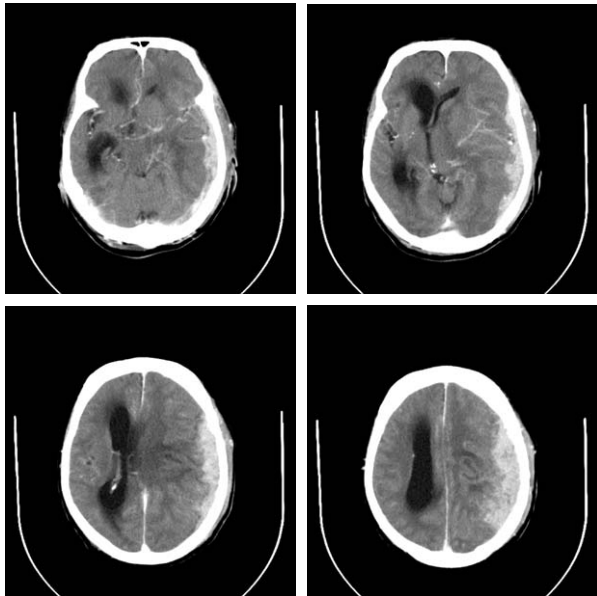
TAC contrastado de cráneo. Defecto por la craneotomía reciente en región parietal izquierda. Colección hiperdensa, subdural, no homogénea, especialmente hacia los planos más superiores. Probable lesión tumoral e infiltrativa a este nivel. Acentuados efectos compresivos de izquierda a derecha con distorsión y estrechamiento de cavidades ventriculares y de las cisternas. Surcos de convexidad cerebral estrechos.
